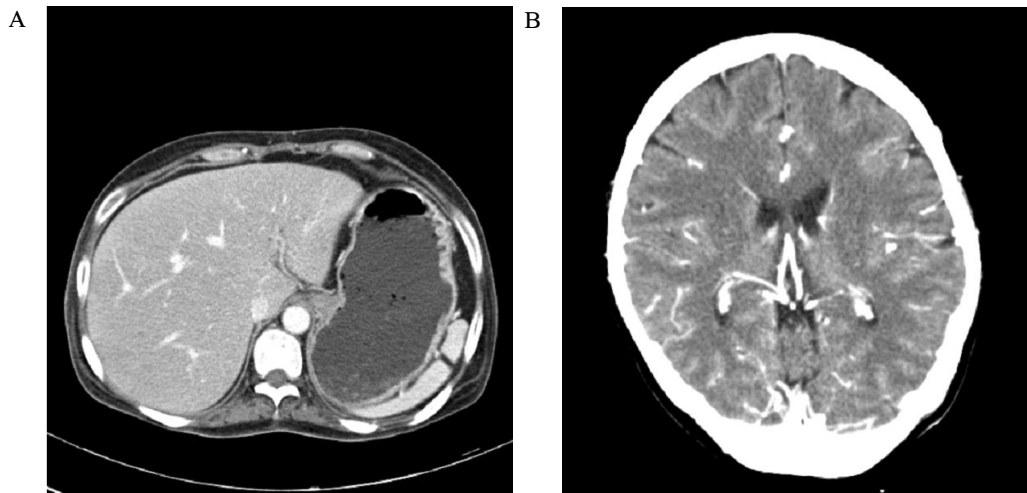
Abdomen CT (A) and brain CT (B) findings of the patient were not remarkable.
